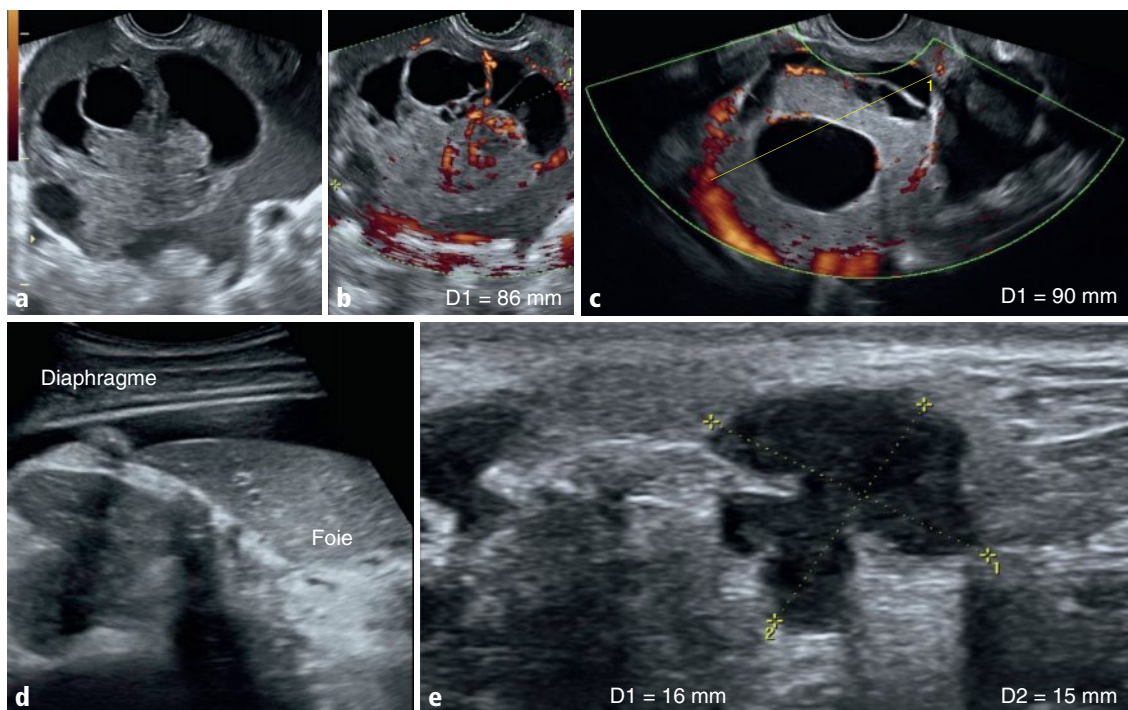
a-e Ovaire droit, coupe axiale en mode B (a) et Doppler couleur (b). Ovaire gauche, coupe axiale en Doppler couleur (c). Étude péritonéale inter-hépto-diaphragmatique (d) et épiploïque (e) en mode B.
